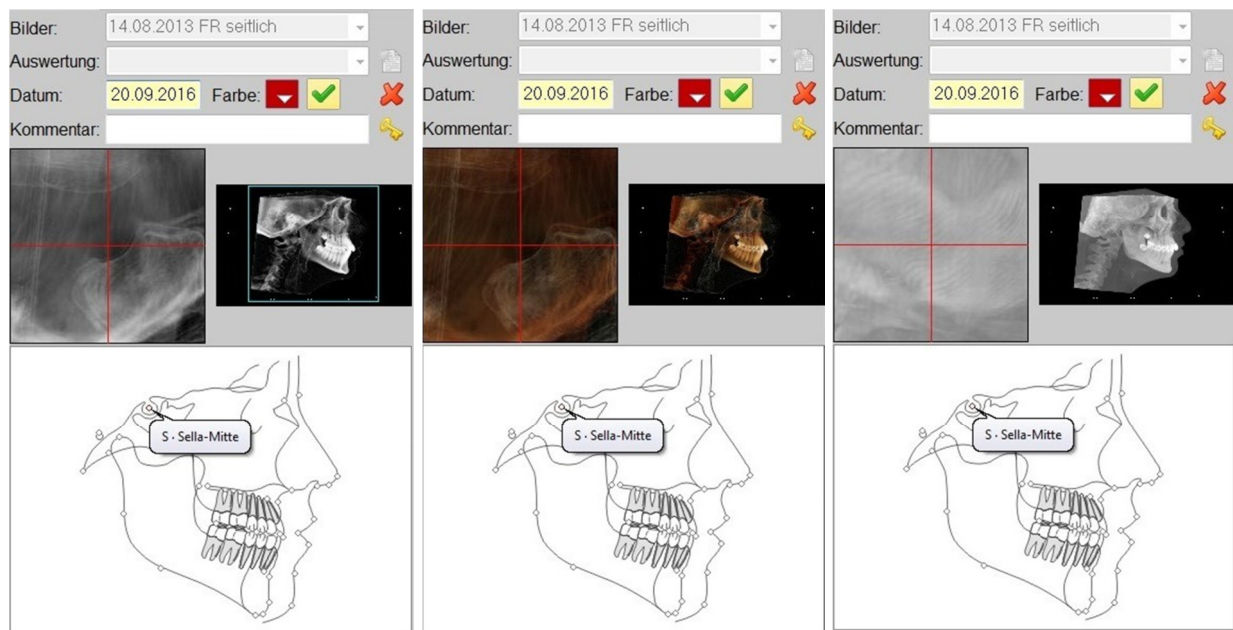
Festlegung der kephalometrischen Referenzpunkte in den Bildmodi *Xray + Soft Tissue*, *Soft + Bone* und *MIP* am Beispiel des Punktes Sella (S)
